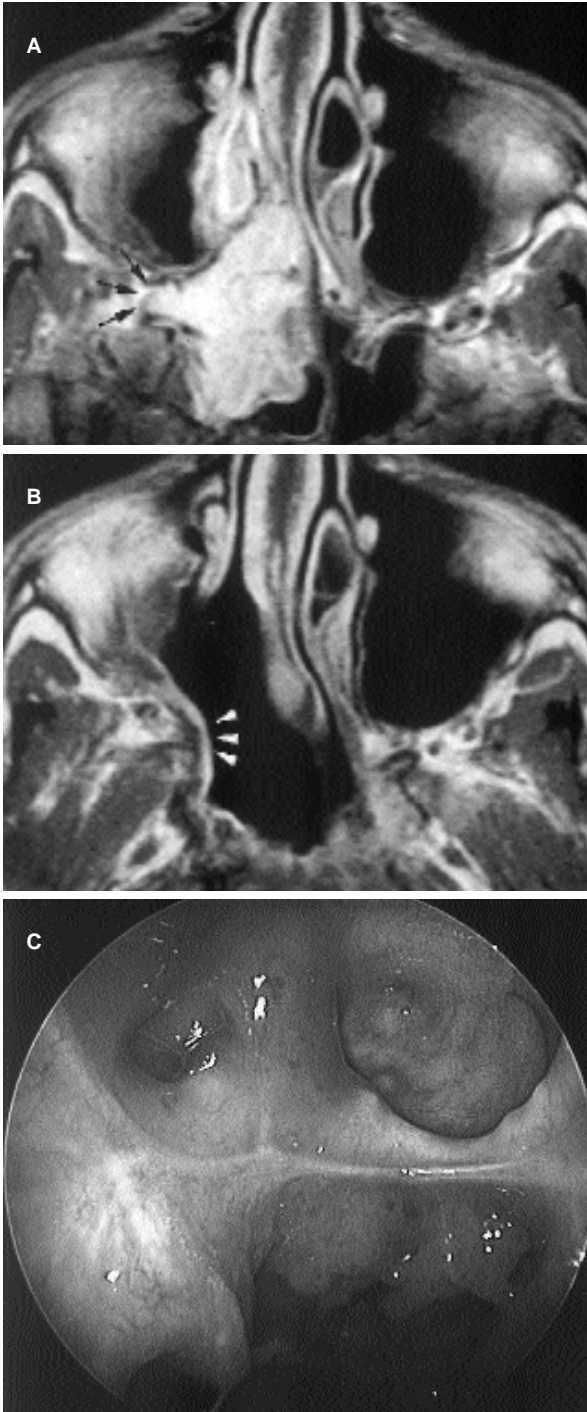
RMN pre-operatoria nel piano assiale (sequenza T1 dopo somministrazione di mezzo di contrasto paramagnetico). L'AR si estende all'interno del seno sfenoidale destro e occupa la porzione posteriore della cavità nasale e il meato superiore. La fossa pterigo-mascellare appare interessata dalla lesione (freccie) (A). RMN post-operatoria nel piano assiale (sequenza T1 dopo somministrazione di mezzo di contrasto paramagnetico) a 24 mesi dall'intervento. Si evidenzia un modesto ispessimento della superficie mucosa sovrastante la coana destra (punte di freccia). Nella fossa pterigo-mascellare residua non si osserva impregnazione dei tessuti (B). Visione endoscopica (ottica rigida a 0°) della rinofaringe e del seno sfenoidale 2 anni dopo il trattamento endoscopico. Sono ancora visibili alcune modificazioni infiammatorie nella porzione destra del seno sfenoidale in cui il pavimento è stato interamente fresato (C).
